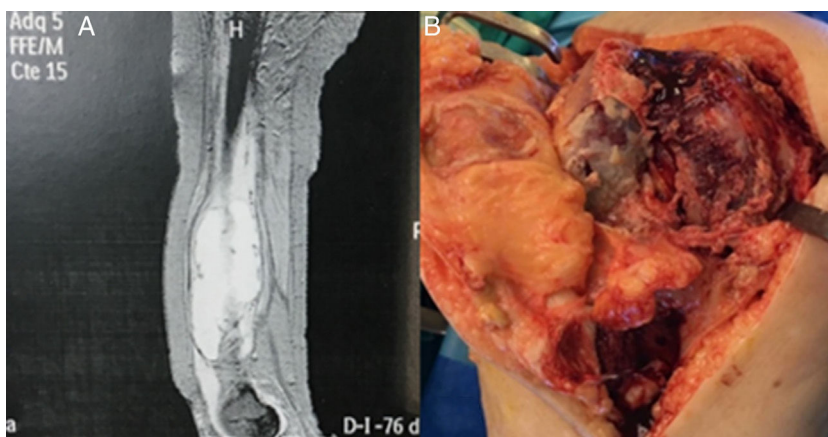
A) TC que muestra colección adosada al fémur con pared hipervascularizada y sin estructuras sólidas en su interior. B) Imagen de la cirugía donde se muestra la lesión producida tras desbridamiento.
